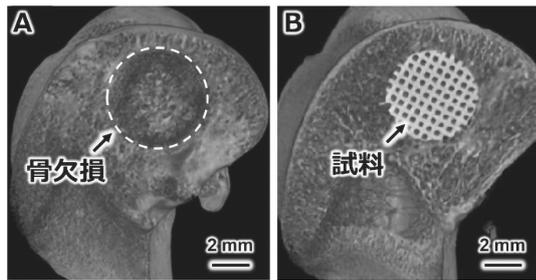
骨欠損を作製した大腿骨内側上顆(A)と骨欠損中に試料を埋入した大腿骨内側上顆(B)の $\mu$ CT像。
